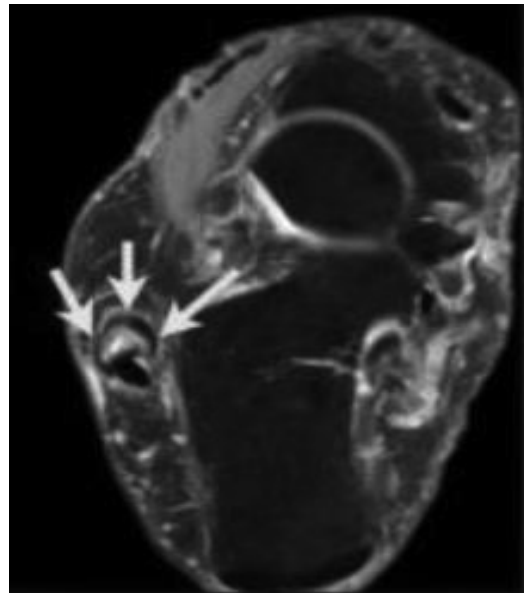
На МР-томограмі в аксіальній проекції у режимі FS PD FSE візуалізується потовщення сухожилка короткого малогомількового м'яза з частковим перериванням ходу його волокон та ознаками набряку навколишніх м'яких тканин. З анамнезу: Ч., 32 роки, футболіст, гостра супінаційна травма
